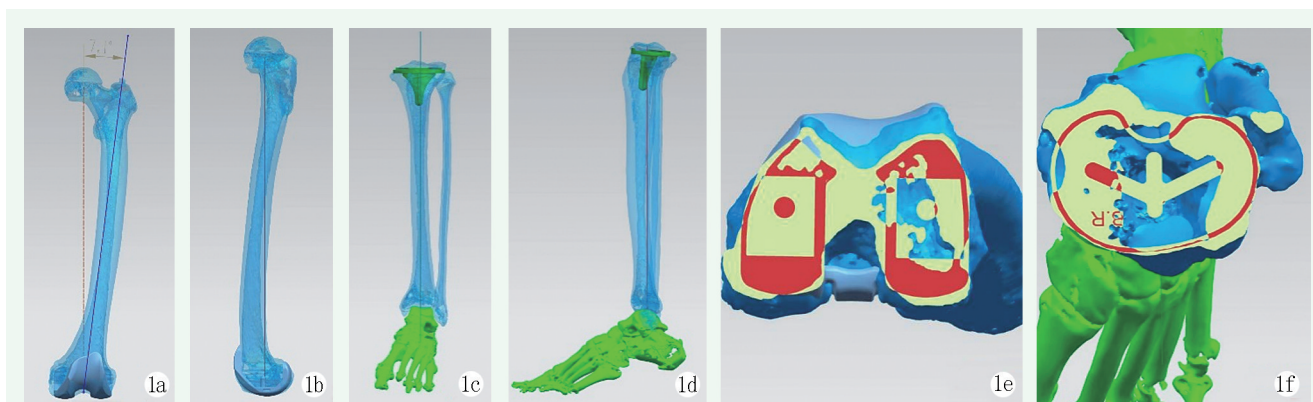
术前全下肢 CT 影像 TKA 规划。1a: 股骨冠状位透视图，蓝线为股骨解剖轴，棕线为股骨机械轴，夹角为股骨外翻角 7.1°；1b: 股骨矢状位透视图，红线为股骨侧机械轴；1c: 胫骨冠状位透视图，蓝线为胫骨侧机械轴；1d: 胫骨矢状位透视图，红线为胫骨侧机械轴；1e: 股骨轴位透视图；1f: 胫骨轴位透视图。
